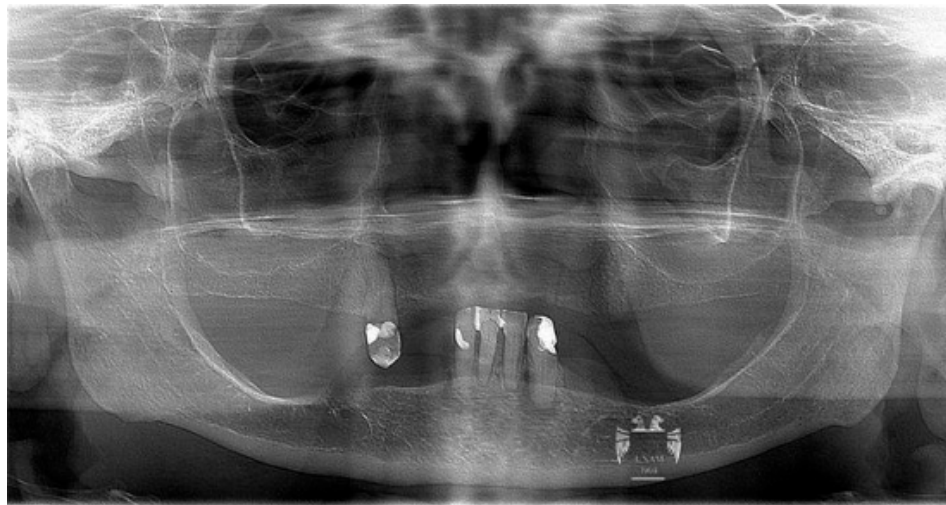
Ortopantomografía preoperatoria.
